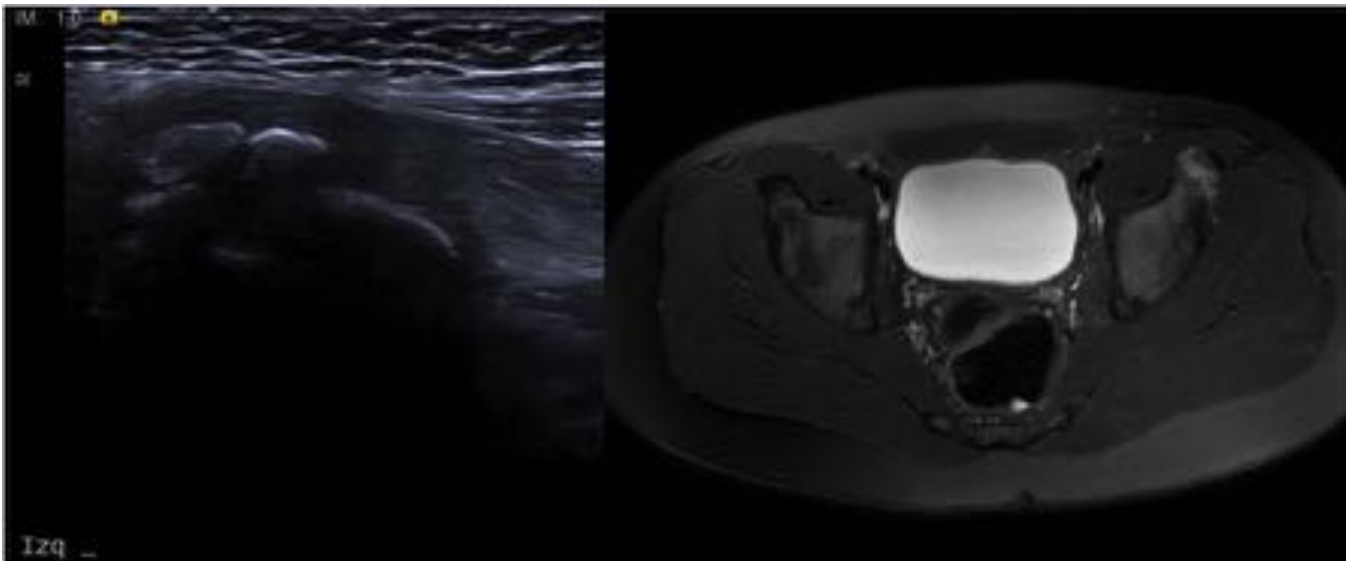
Ecografía a nivel de la cadera izquierda sagital anterior en que se aprecia un fragmento óseo desprendido. En RM axial T2 se corrobora avulsión de la espina iliaca anterior inferior izquierda, en el origen del recto femoral.
